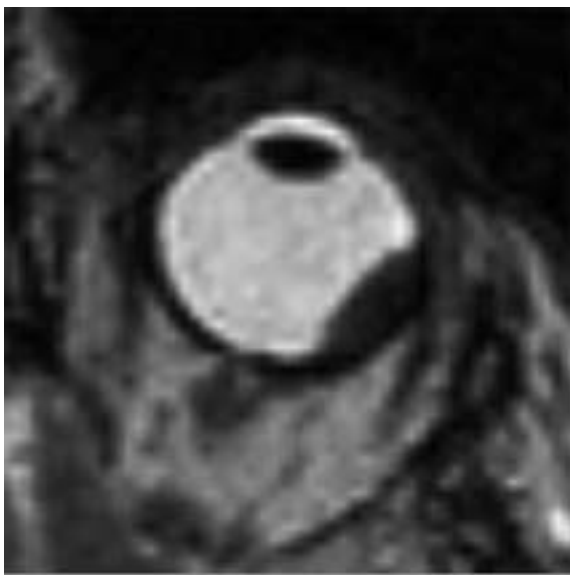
Aderhautmelanom im MRT (T2w) nach der Bestrahlung mit dem Gamma-Knife in der Verlaufskontrolle bei deutlicher Tumorregression (Tumorvolumen 0,25 ccm)
